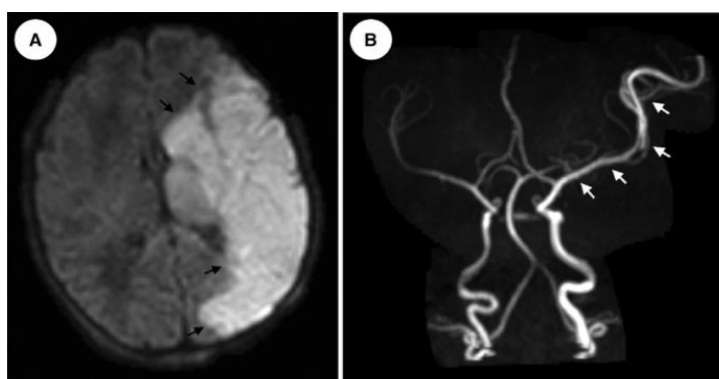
Ictus isquémico arterial. (A) Imagen axial ponderada por difusión que muestra un gran infarto en el territorio de la ACM izquierda (flechas negras). (B) Imagen tridimensional de proyección de intensidad máxima de angiografía por resonancia magnética de tiempo de vuelo que revela una prominencia asimétrica de la ACM izquierda y los vasos sanguíneos (flechas blancas), lo que posiblemente indica reperusión. ACM: arteria cerebral media²⁴.
